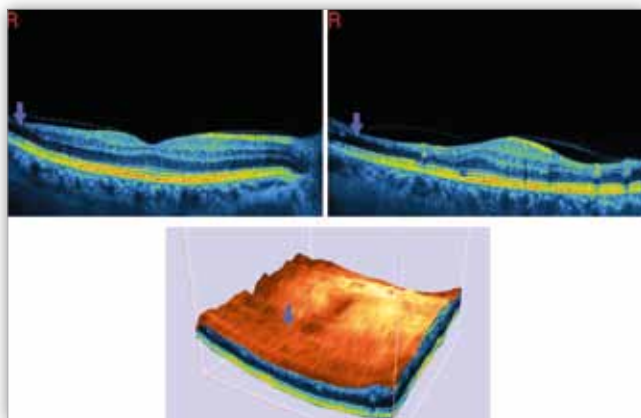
Optical coherence tomography of the right eye. Changes of the macular thickness (A – day of admission to the hospital, B – 1 month after, C – 3 months after, D – 6 months, from the beginning of the disease).
